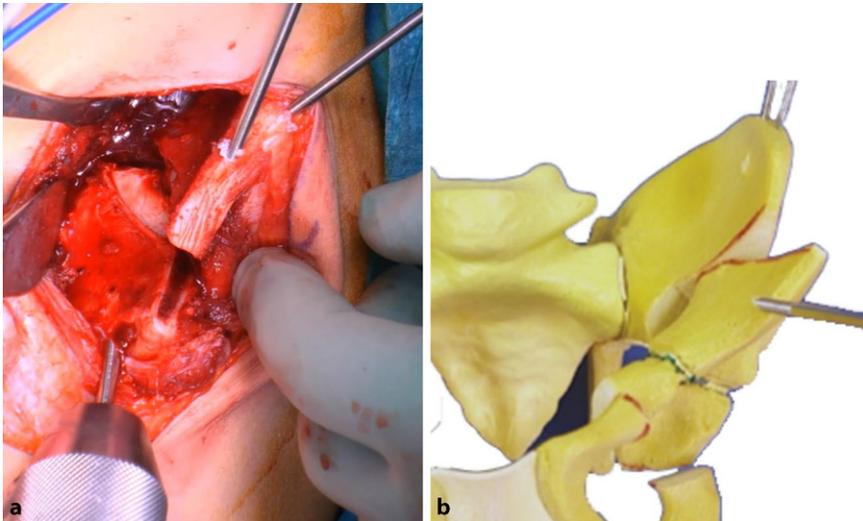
▲ a Intraoperatives Bild nach Positionierung des azetabulären Fragmentes in gewünschter Stellung, Die Schanz-Schraube mit T-Griff ist noch im azetabulären Fragment fixiert. Fixation mittels 2 3,0-mm-Vollgewinde-Kirschner-Drähten von kranial nach distal (divergierend). Danach Kontrolle unter dem Bildwandler oder mittels Röntgen. Es ist unbedingt darauf zu achten, dass die intraoperative Kontrolle der azetabulären Korrektur der gleichen Bildeinstellung wie auf dem präoperativen Röntgenbild entspricht (z. B. Beurteilung der Form und Größe der Foramina obturatoria), um fehlerhafte Korrekturen zu vermeiden. b Korrektur am Modell Die gewünschte Korrektur sollte eine vollständige Überdachung des Epiphysenkernes mit horizontalisiertem Acetabulumdach beinhalten. Folgende Korrekturmöglichkeiten des azetabulären Fragmentes im Verhältnis zum Ilium sind möglich: *Anteversio*: posterolaterale Überdachung, *Adduktion*: laterale Überdachung, *Extension*: anteriore Überdachung, selten bei Perthes das Problem. Nachdem die korrekte Positionierung des azetabulären Fragmentes radiologisch bestätigt ist, wird ein dritter Vollgewinde-Kirschner-Draht von ventral nach dorsal zur definitiven Fixation eingebracht. Alternativ können die Kirschner-Drähte auch bei älteren Kindern durch 3,5-mm-Kortikalisschrauben ausgetauscht werden
